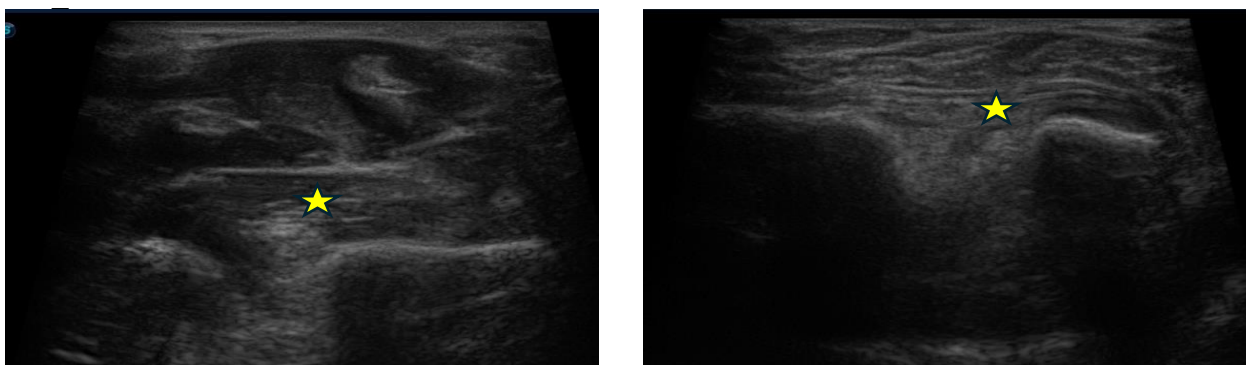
Пациент Б. 45 лет. УЗИ квадратного пронатора – уменьшение размера слева по сравнению с правой стороной – желтая звёздочка.
